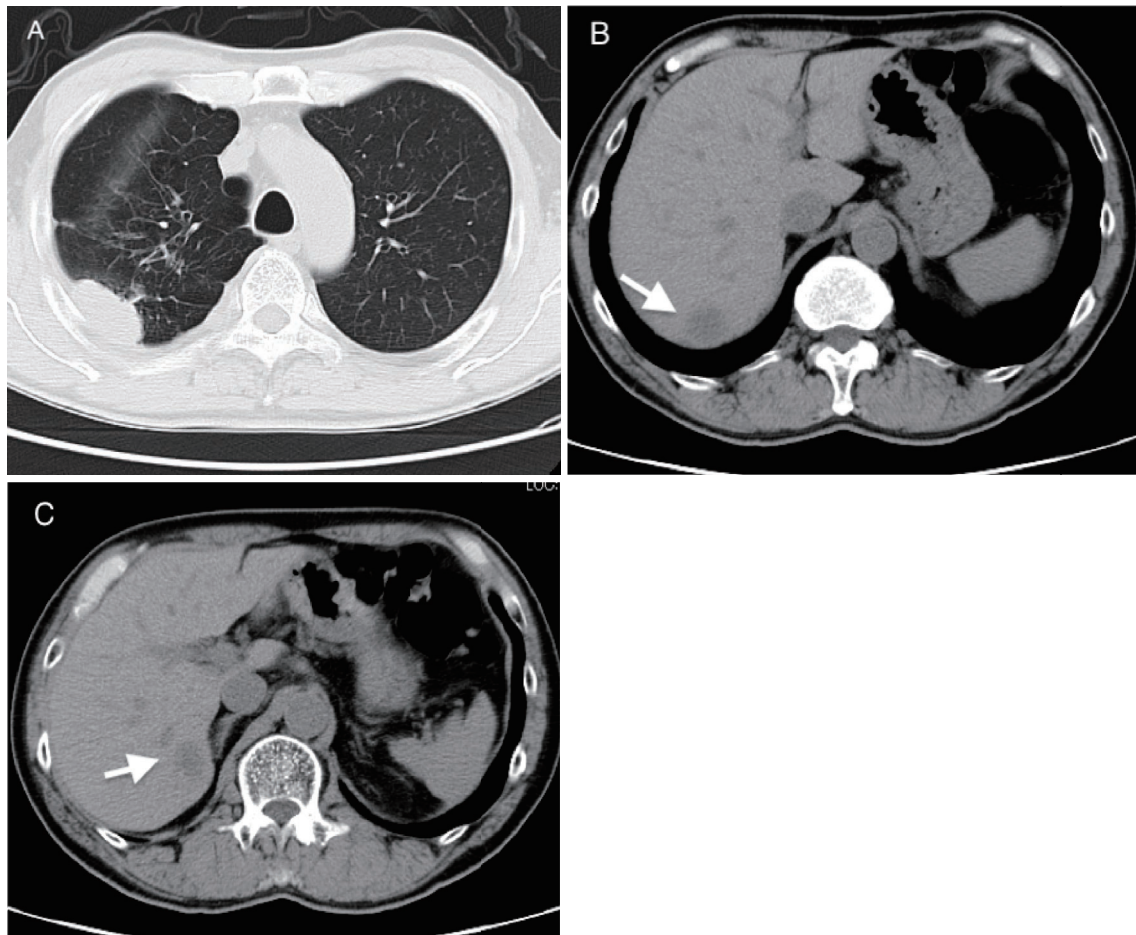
(A) CT showing a mass lesion in the right upper lobe. (B, C) CT showing multiple metastases in the right lobe of the liver (arrows).
